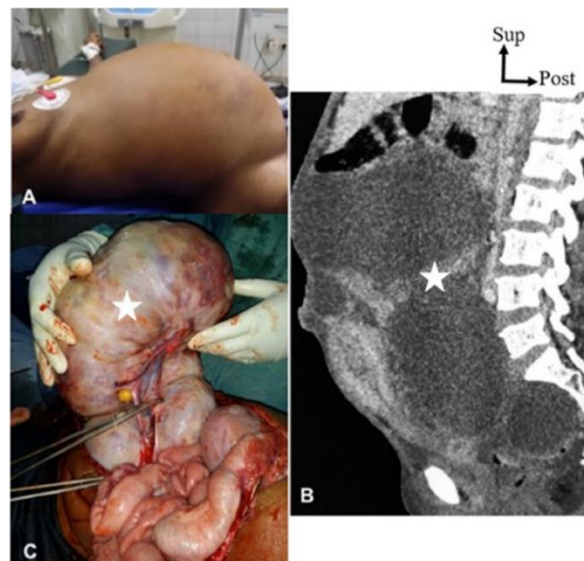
Images photographiques peropératoires (A, C) et TDM abdomino-pelviennes (B) avec injection permettant : de décrire un énorme adénocarcinome ovarien (B, C, étoile) confirmé avec une infiltration péritonéale diffuse chez une patiente de 55 ans B : reconstruction sagittale en fenêtre parenchymateuse.
